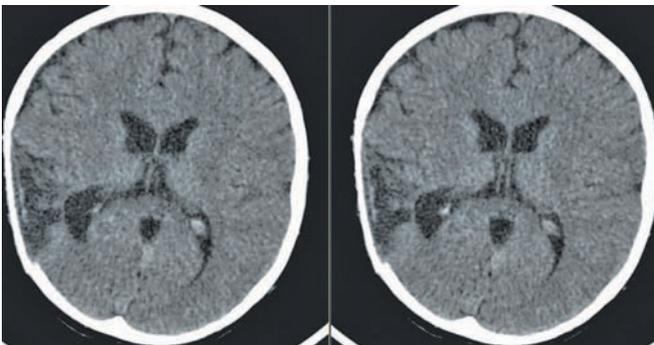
МСКТ. Состояние после операции пластики ТМО и костного дефекта искусственным трансплантатом. В правой теменной области определяется дефект кости. В правой теменной доле визуализируются кистозно-атрофические изменения. Желудочки мозга умеренно расширены, правый боковой желудочек подтянут к мозговому рубцу.
